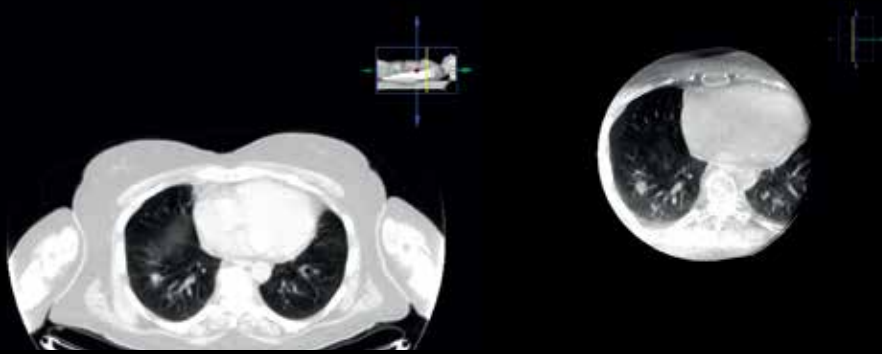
TC pre-operativo (izquierda) y TC de rayo cónico intra-operativo (derecho) mostrando un pequeño nódulo pulmonar inferior derecho.
